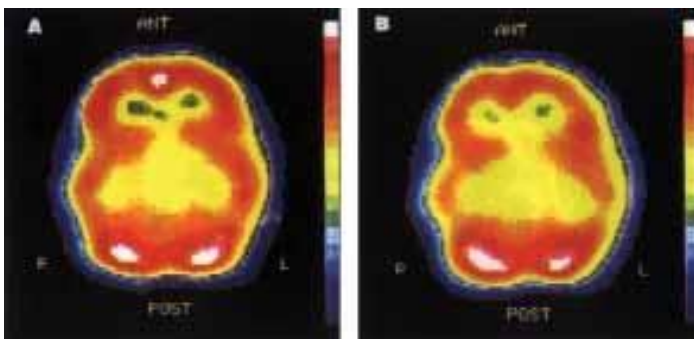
SPECT Cerebral mostrando, nas imagens em 3D, resolução dos defeitos de perfusão 6 meses após a cirurgia com shunt ventrículo-peritoneal.
